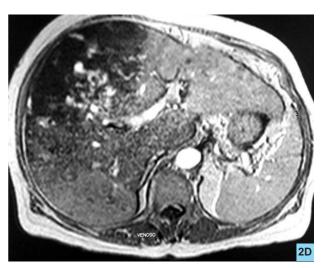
RMN en fase venosa donde persisten las imágenes nodulares en el lóbulo derecho.
